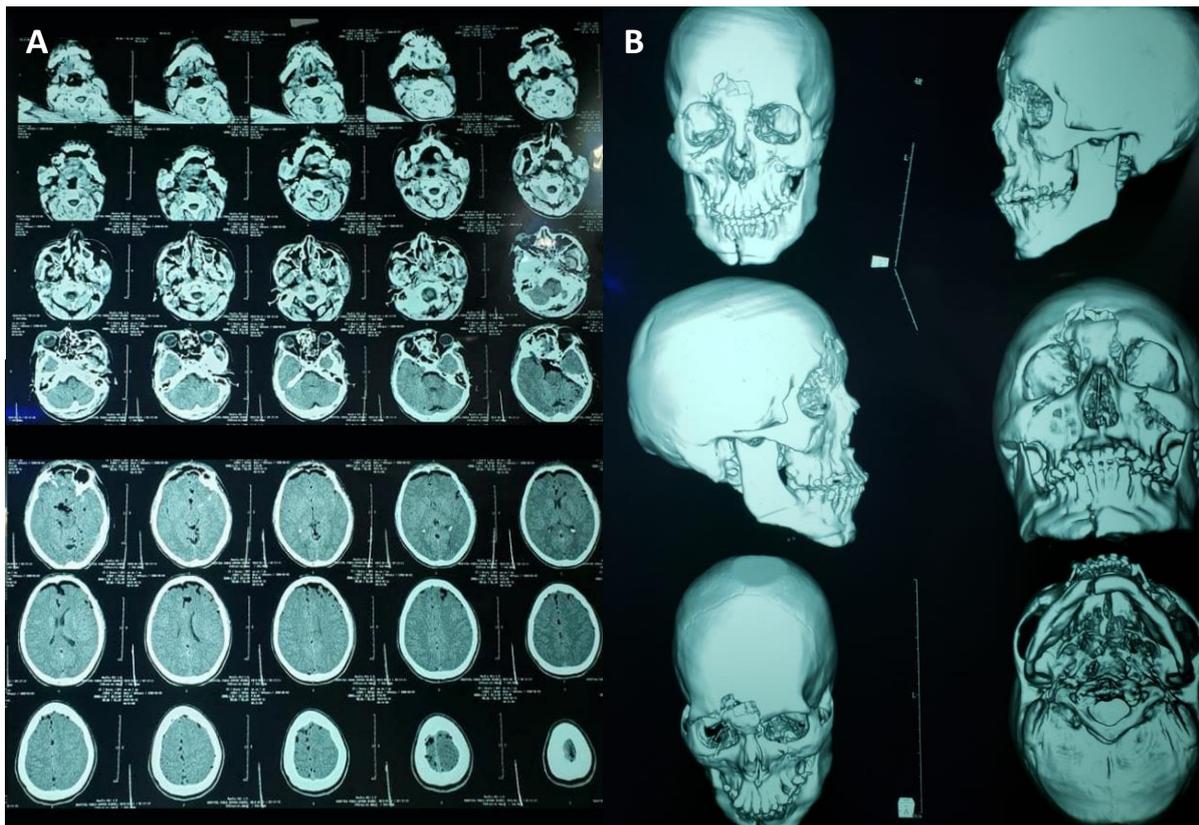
y 2B. Tomografía de macizo facial y reconstrucción 3D, donde se evidencia presencia de múltiples fracturas de varios segmentos desplazados del macizo facial, que compromete el maxilar superior, mandíbula, hueso malar, hueso frontal
